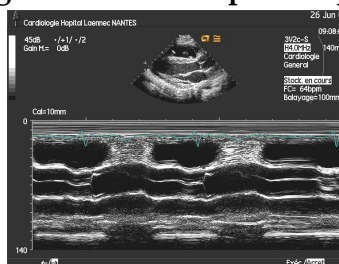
coupe parasternale grand axe en TM passant par l'aorte et l'oreillette gauche
